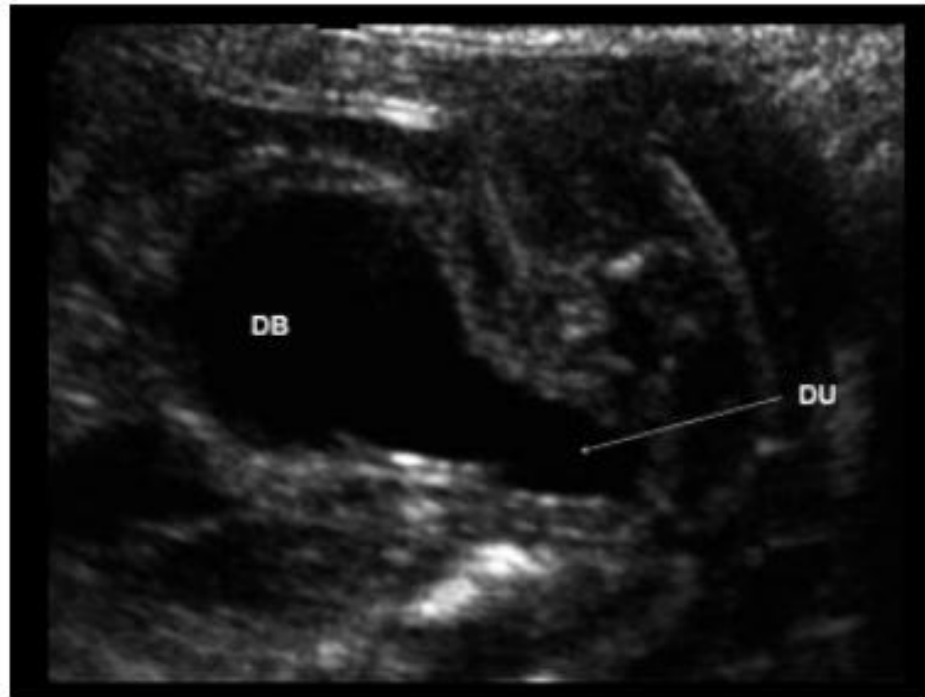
Ultrasonographic view of dilated bladder (DB) with thick walls and dilated posterior urethra (DU) in a fetus at 18 weeks of gestation
